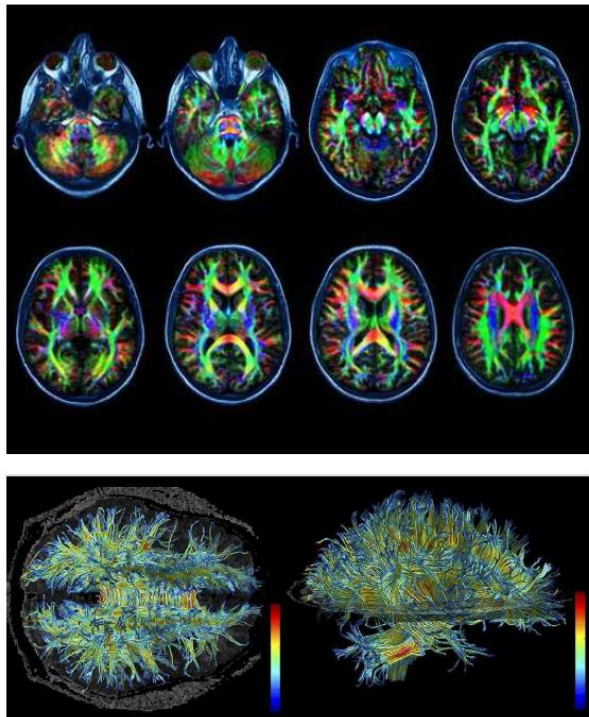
Různé možnosti 2D prezentace DWI a DTI dat
